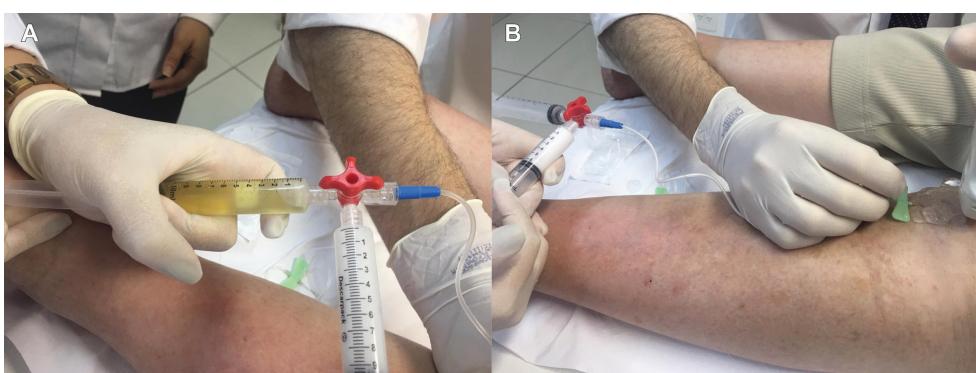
Images from Case 3: posttraumatic lymphocele. Drainage of approximately 70 ml of the lemon-yellow, serous liquid content by ultrasound-guided puncture (A). Injection of 10 ml of polidocanol solution 1% and room air at a proportion of 1:4 (after ultrasound-guided drainage) (B).
